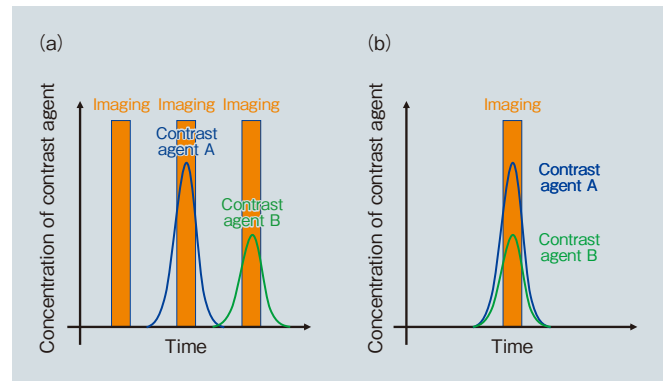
肝細胞癌のCT撮影と造影剤の投与のタイミング (a) 従来型CT (b) フォトンカウンティング型CT. 従来型CTでは3回に分けていた撮影が1回に統合できる
